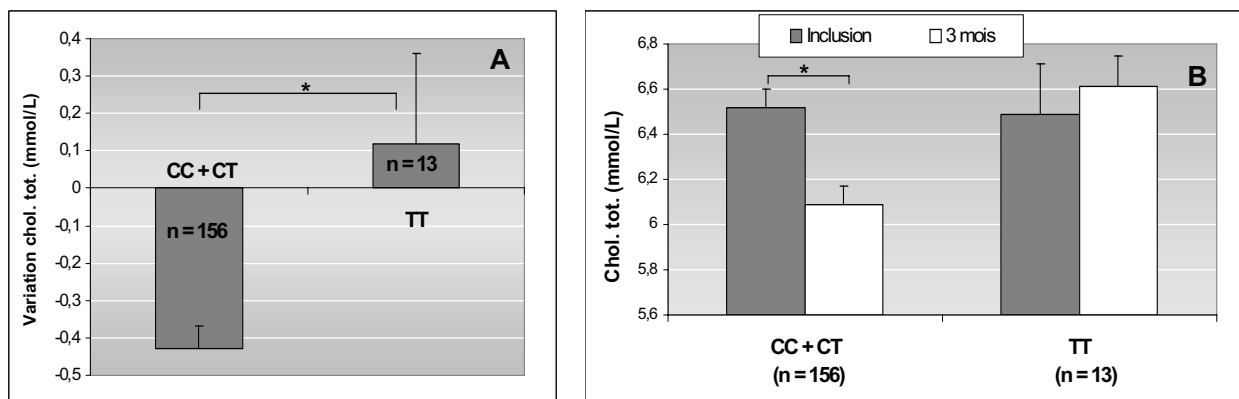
Variation de la cholestérolémie après les 3 mois de régime (A), et cholestérolémie à l'inclusion et après le régime en fonction du regroupement (CC+CT vs TT) du polymorphisme -516C/T d'ApoB ;
